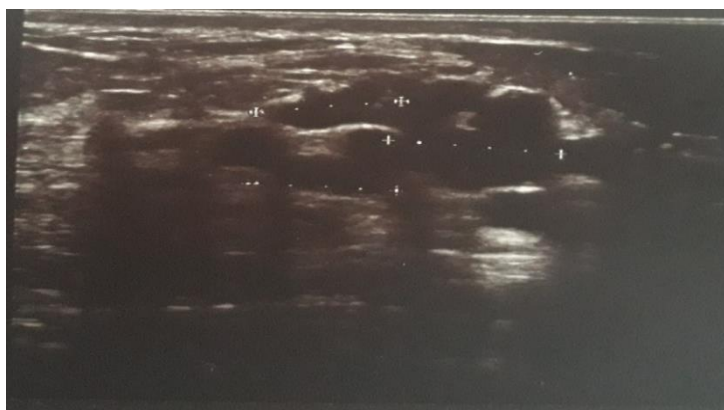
Imagine USG a glandei mamare ce pune în evidență o formațiune de volum în cadranel lateral-superior
